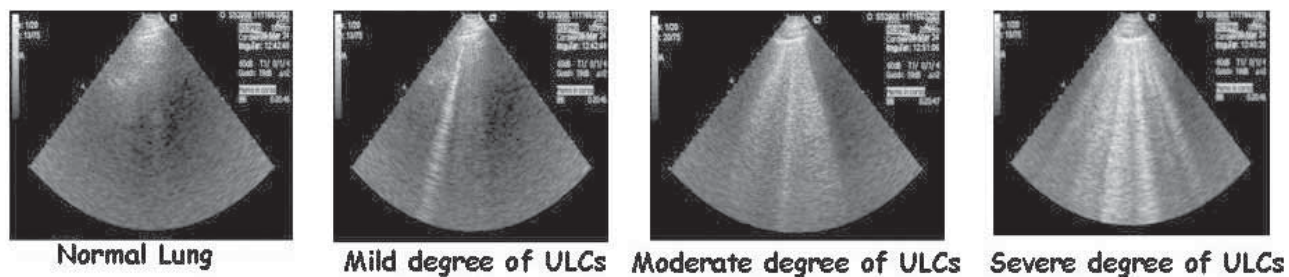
Aspetto di una ecografia trans-toracica polmonare normale (a sinistra) e con varia entità di edema polmonare. Le comete (ULCs, Ultrasound Lung Comets) appaiono come immagini verticali chiare, raggiate, iperecogene, con stretta origine dalla linea pleurica che si muove con gli atti del respiro. Presentano numero e intensità proporzionati alla entità dell'edema (da E. Picano, 2007, modificata).
